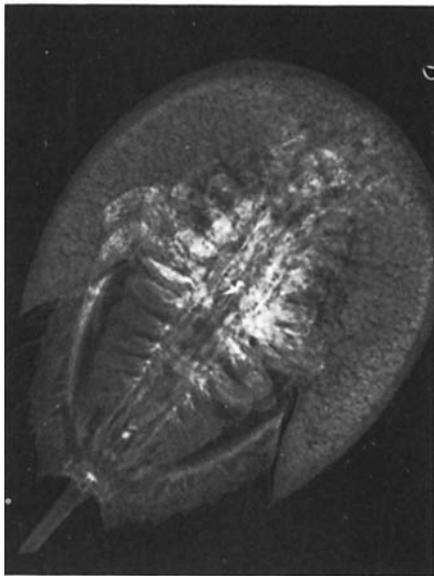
Radiografia del *Limulus Polyphemus*.
